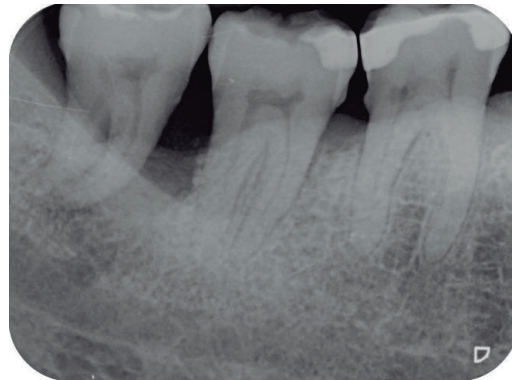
Radiografía periapical inicial. Pérdida ósea en mesial del 4.8, con área de radiolucidez que casi llega a la pared distal de 4.7. Defecto infraóseo angulado profundo en mesial de 4.7.
